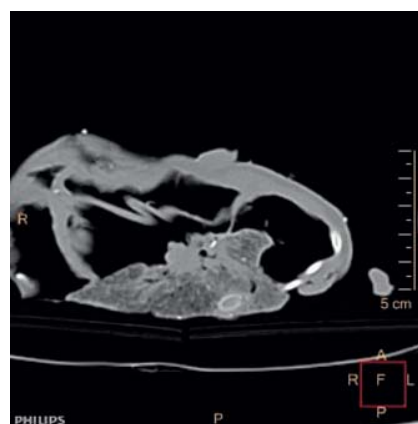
КТ: легкие располагаются вне грудной полости, тотально уплотнены, не расправлены.
